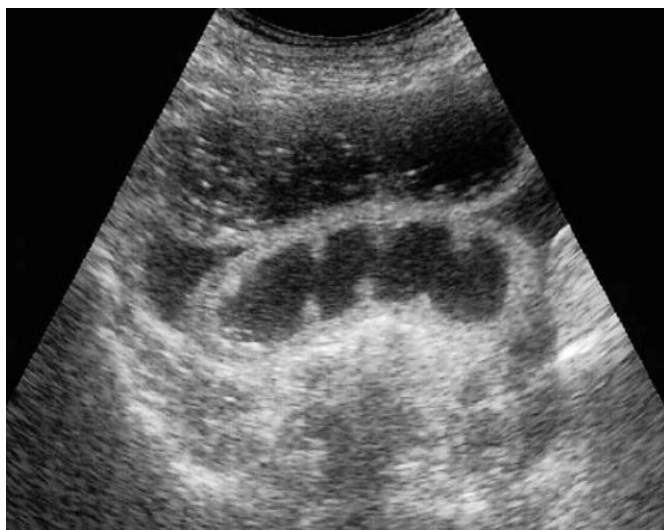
УЗИ. Расширение петель тонкой кишки
